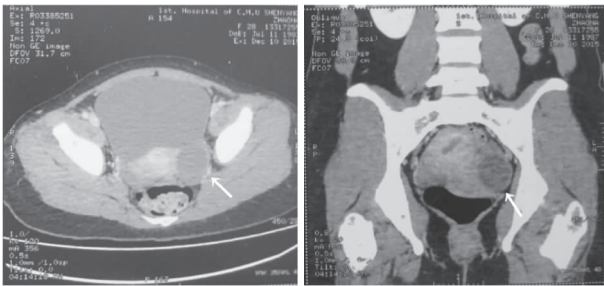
盆腔增强 3D-CT 示左侧附件区生理性囊肿
